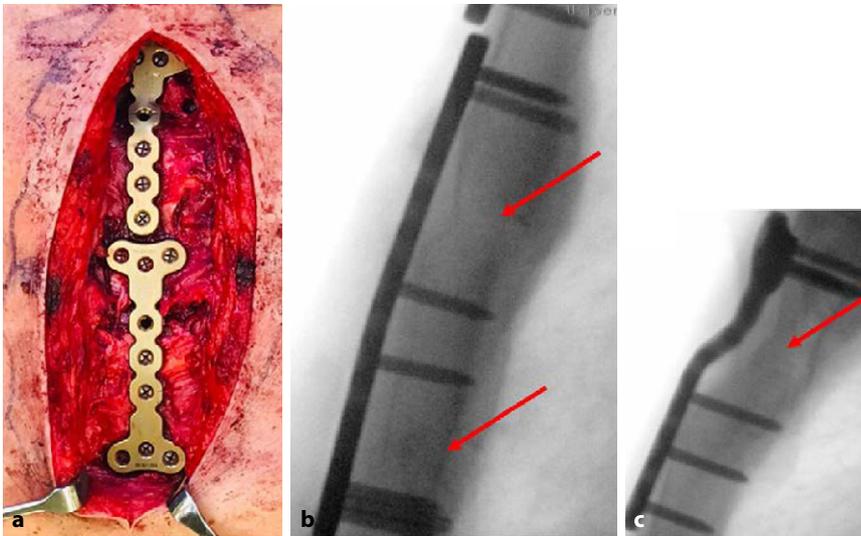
▲ Aufgrund der Kontur des Manubrium sterni muss die T-Platte im proximalen Anteil anmodelliert werden. Positionierung der Platte median auf dem Sternum und vorsichtige Fixierung mit Plattenhaltezange. Falls die Platte nicht durch eine Plattenhaltezange an den Knochen gedrückt werden kann, stehen auch nicht-winkelstabile Schrauben mit 10–12 mm Länge zur Verfügung. Entsprechend der zuvor gemessenen Dicke des Sternums wird der längenbegrenzte Bohrer eingestellt. Bikortikale Bohrung mit winkelstabiler Bohrhülse und den 2,2 mm längenbegrenzten Bohrern. Es empfiehlt sich, oszillierend zu bohren, um das Weichteilgewebe nicht aufzufädeln. Nochmalige Längenbestimmung und Eindrehen der winkelstabilen Schrauben. Gegebenenfalls Implantation einer zweiten Platte wie bei diesem Patienten, um eine Stückfraktur entsprechend zu überbrücken. Es sollten mindestens 3 Schrauben in jedem Fragment bikortikal verankert werden. Doppel-T-Platten bieten eine gute Möglichkeit, auch auf kleinem Raum oder kürzeren Stückfragmenten mehrere winkelstabile Schrauben sicher unterzubringen. Anschließend ausgiebige Spülung und schichtweiser Wundverschluss mit Intrakutannaht. Redons müssen meist nicht eingelegt werden. a Intraoperativer Situs mit implantierten T-Platten; b, c intraoperative Röntgenbefunde mit den reponierten Frakturen (*rote Pfeile*)
